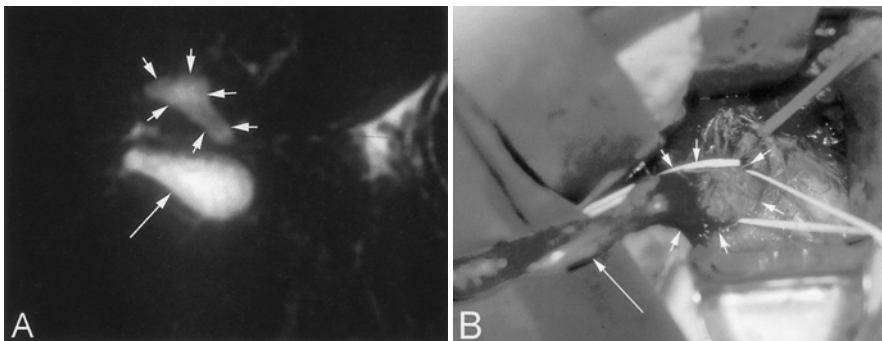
MR cholangiography clearly demonstrates the extrahepatic biliary cyst at portal area in 57 day-old female infant of biliary atresia. (A) Oblique coronal T2-weighted single-shot fast MR cholangiography demonstrates an inverted triangular area of high signal intensity(short arrows) and gallbladder(long arrow). (B) The intraoperative photograph shows extrahepatic biliary cyst(short arrows) and gallbladder(long arrow).
